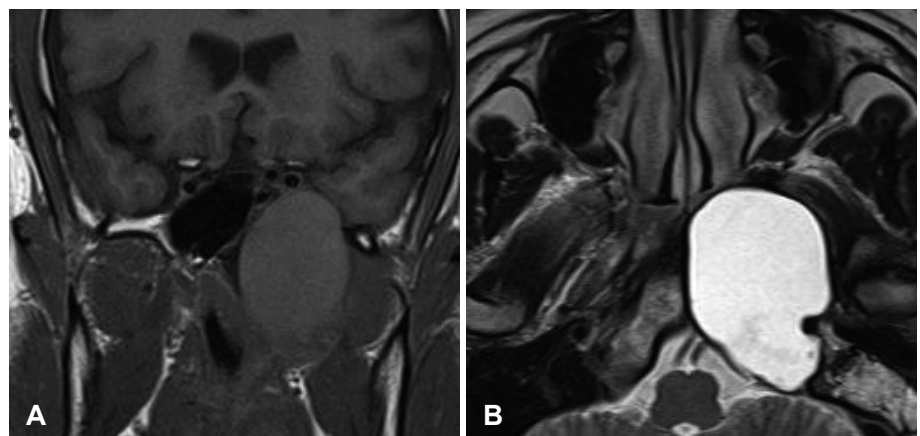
Preoperative PNS MR images. At T1 weighted image lesion in left sphenoid sinus and petrous apex shows low signal intensity (A), and at T2 weighted image lesion shows high signal intensity (B). PNS: paranasal sinus, MR: magnetic resonance.
